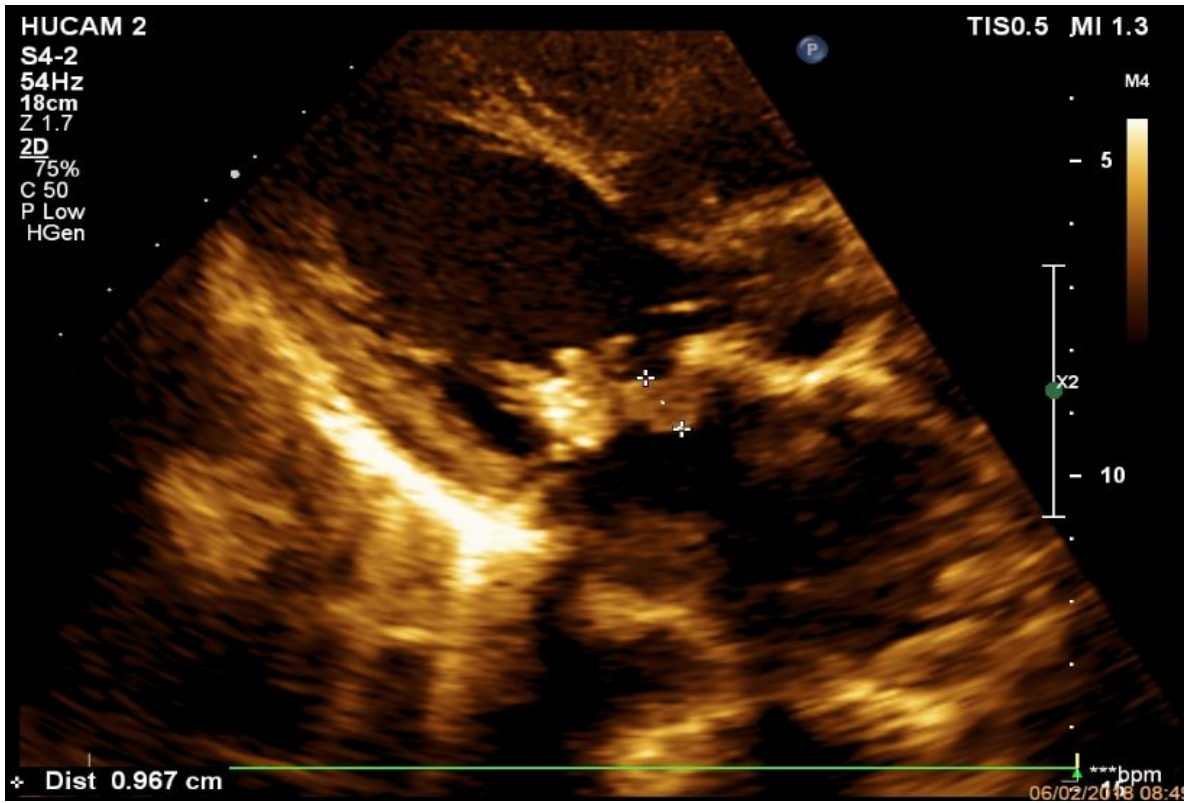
Ecocardiograma transtorácico demonstrando piora dos gradientes e espessamento da prótese
